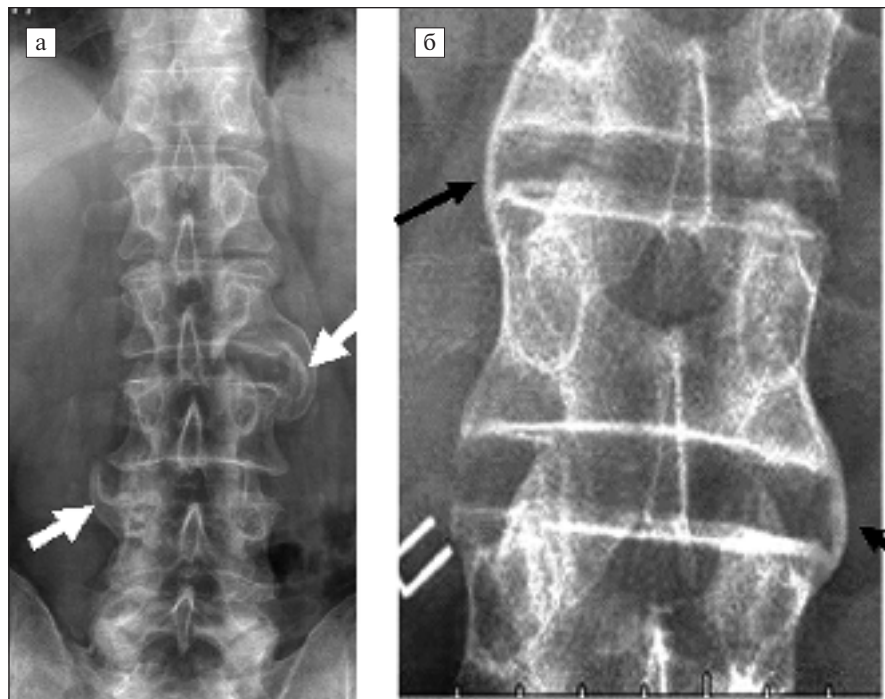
Сравнение рентгенограмм ПОП в прямой проекции: а — у больной аксПсА определяется грубый смыкающийся синдесмофит на уровне $L_{II, III}$ межпозвоночного диска по левому контуру и грубый несмыкающийся синдесмофит на уровне $L_{III, IV}$ межпозвоночного диска по правому контуру тел позвонков (стрелки); б — у больной АС по правому и левому контуру тел позвонков на уровне межпозвоночных дисков видны краевые тонкие дисковые смыкающиеся синдесмофиты (стрелки)
